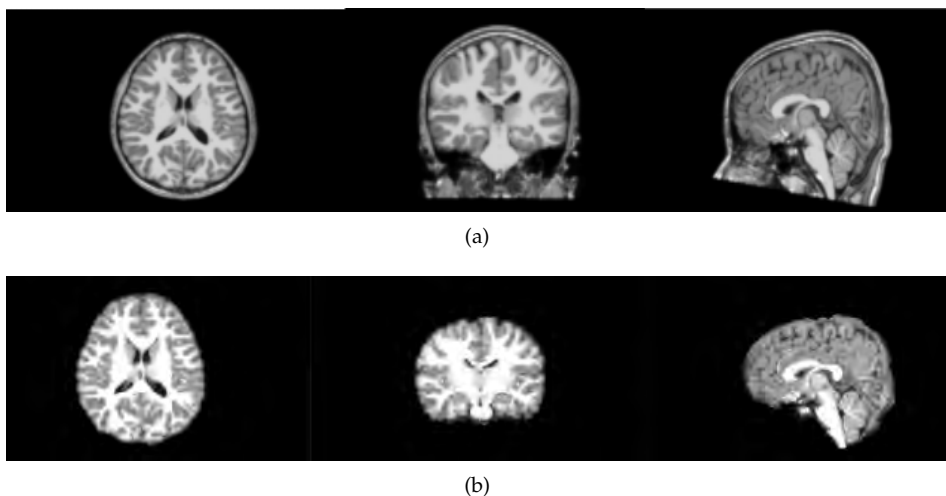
Extracción cerebral de MRI. En la figura (a) la imagen transformada de la original al espacio del atlas infantil y (b) su respectivo tejido cerebral únicamente.
